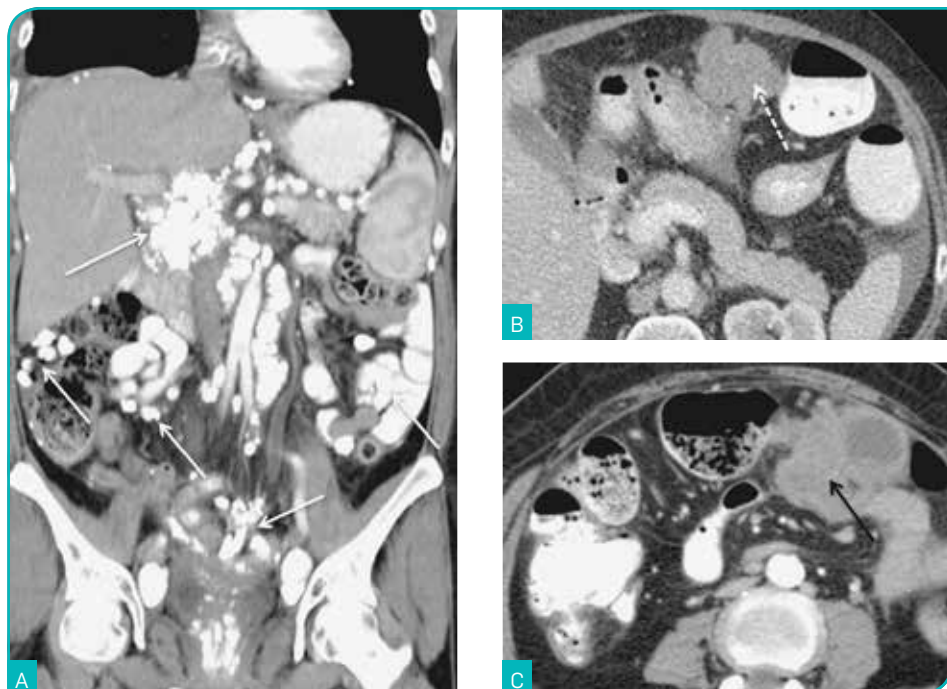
Disseminação peritoneal do carcinoma do ovário. Imagens de TC após administração de contraste endovenoso no plano coronal (A) e no plano axial (B e C). Os implantes peritoneais podem-se apresentar sob a forma de vários tipos: nódulos calcificados (padrão frequentemente associado ao carcinoma seroso) (A, setas); nódulos sólidos (B, seta tracejada); nódulos com componente quístico (padrão frequentemente associado ao carcinoma mucinoso) (C, seta preta).
